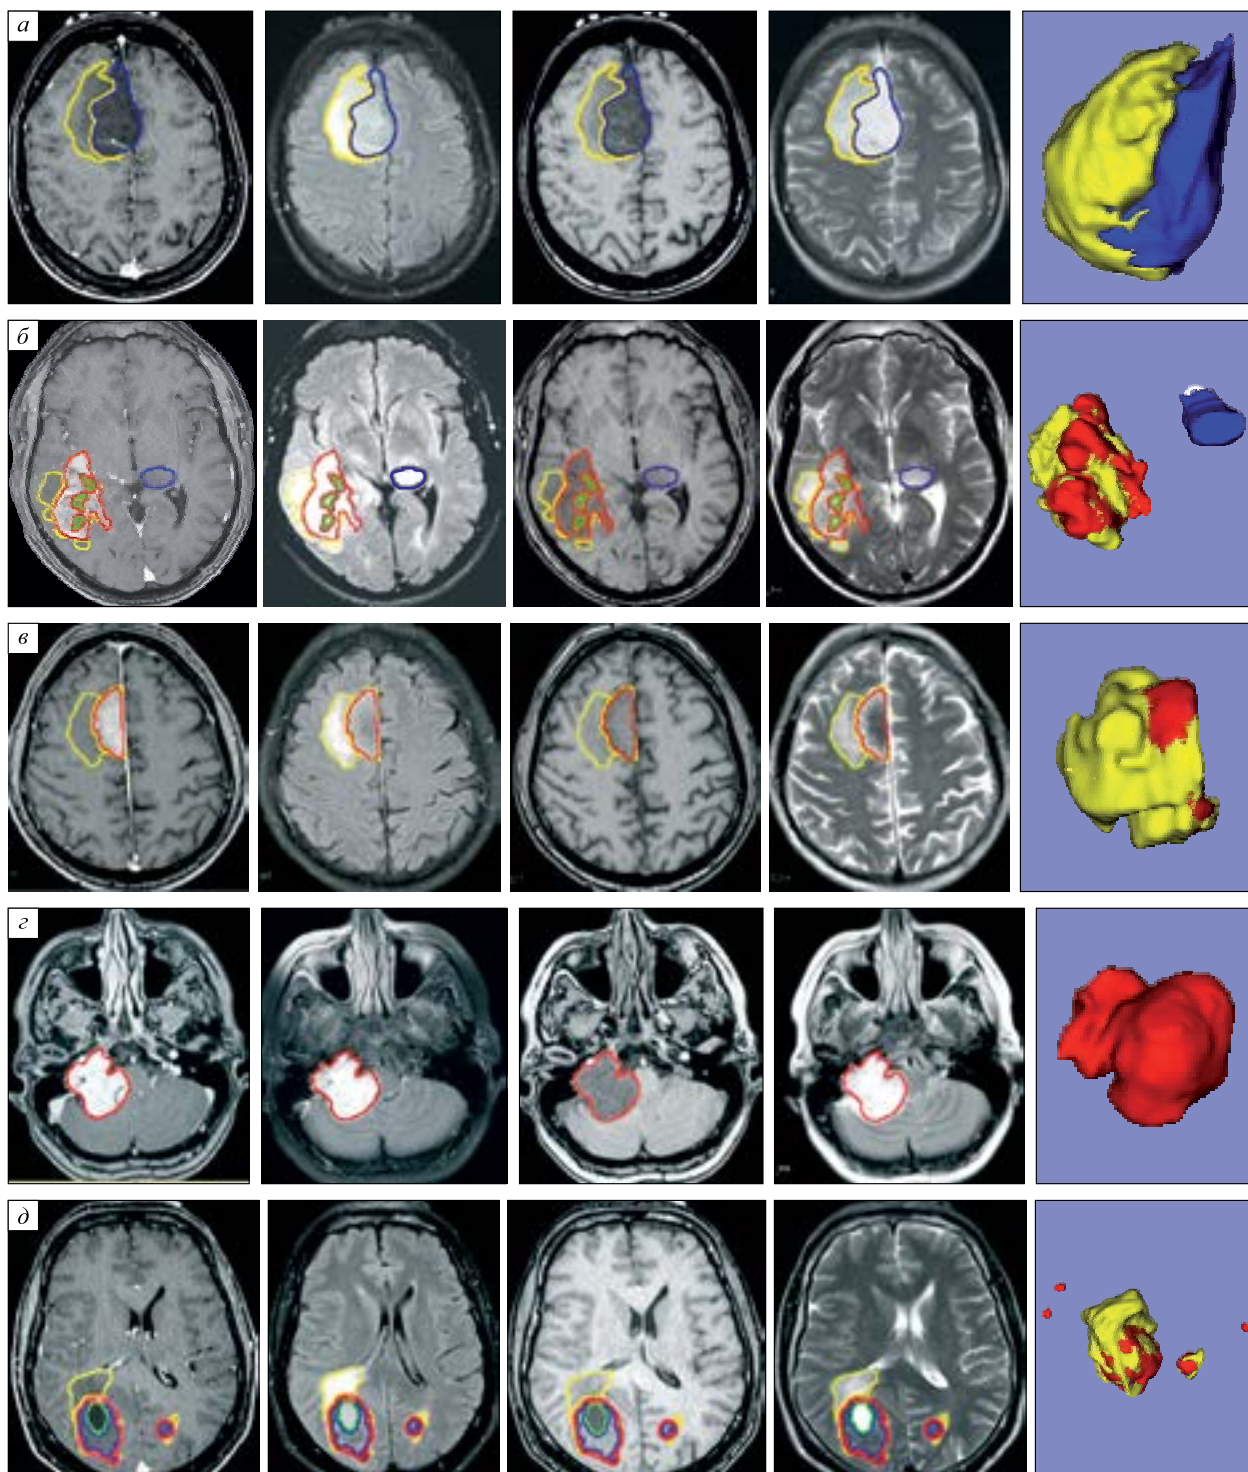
Примеры ИИ-сегментации астроцитомы (а), глиобластомы с развившимся в противоположном полушарии ядром неконтрастируемой опухоли (б), менингиомы (в), невриномы (г) и множественных метастазов аденокарциномы (д) (слева направо: T1C, FLAIR, T1, T2, 3D-реконструкция)
